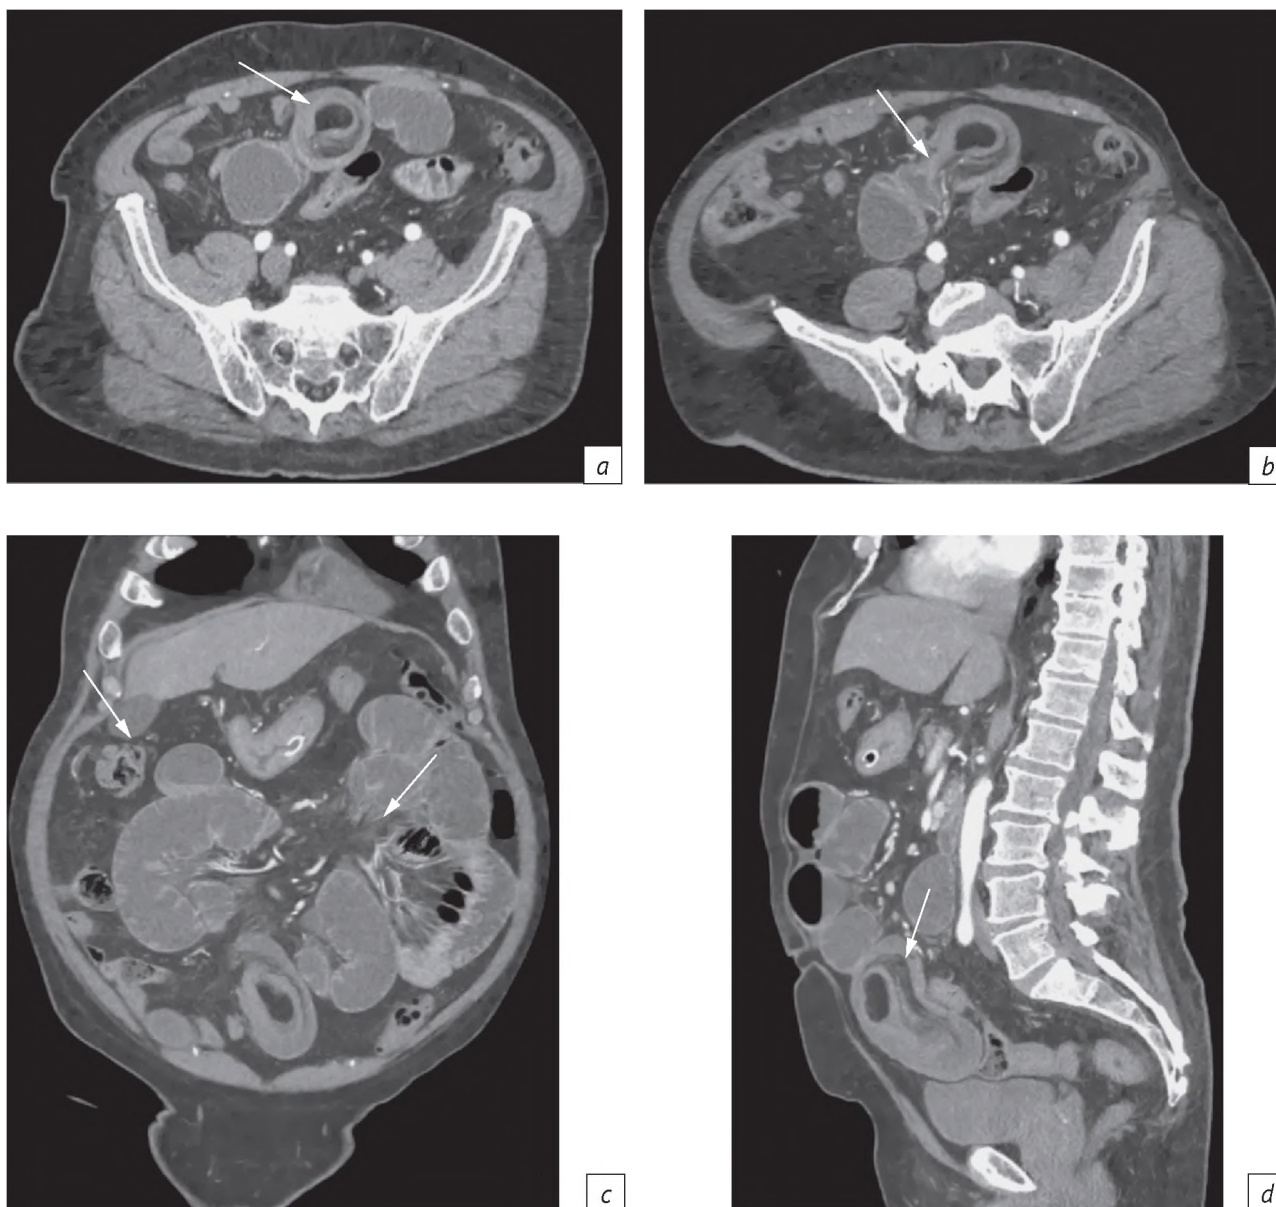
Результаты мультисрезовой компьютерной томографии органов брюшной полости с контрастным усилением: *a* – аксиальная проекция, стрелкой указано образование жировой плотности (липома); *b* – аксиальная проекция, стрелкой обозначен участок инвагинации тощей кишки в тощую; *c* – коронарная проекция, стрелками указаны петли тощей кишки, раздутые жидкостным содержимым (стенки утолщены до 3,5–4 см); *d* – сагиттальная проекция, стрелкой показана гипоперфузия стенок внемренного отдела кишки
